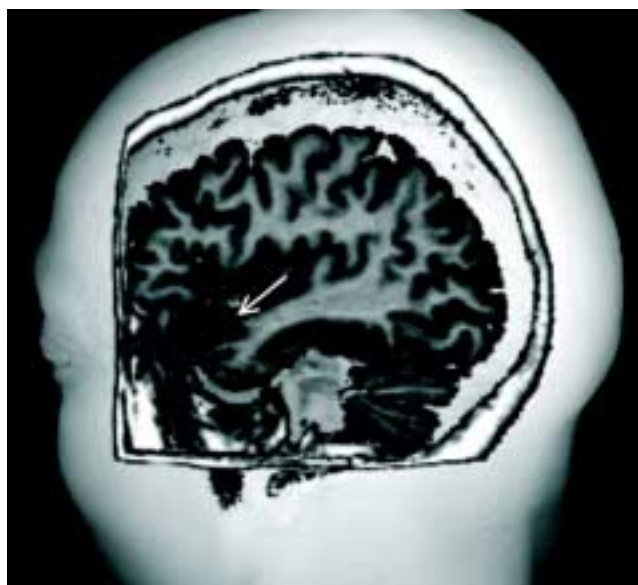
Reconstrucción de resonancia magnética en tercera dimensión. La flecha indica una neoplasia quística de estirpe glial.
